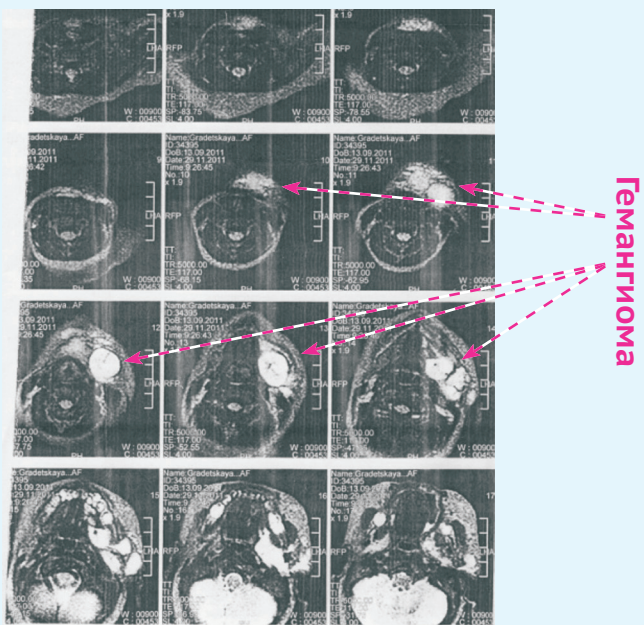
Данные МРТ головного мозга и шеи до начала приема анаприлина
